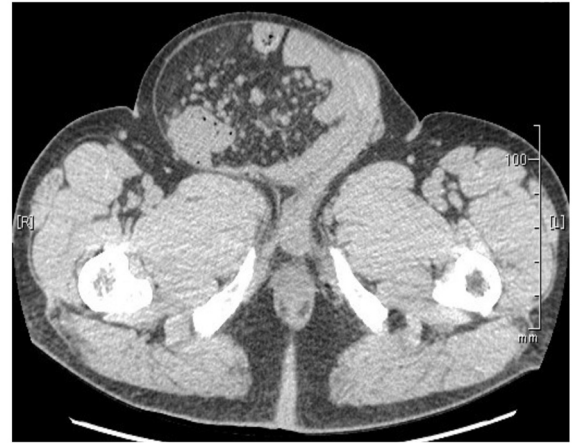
鼠径部 CT：陰茎はヘルニア囊の左側に圧排され巨大な陰嚢に埋没していた (矢印)
